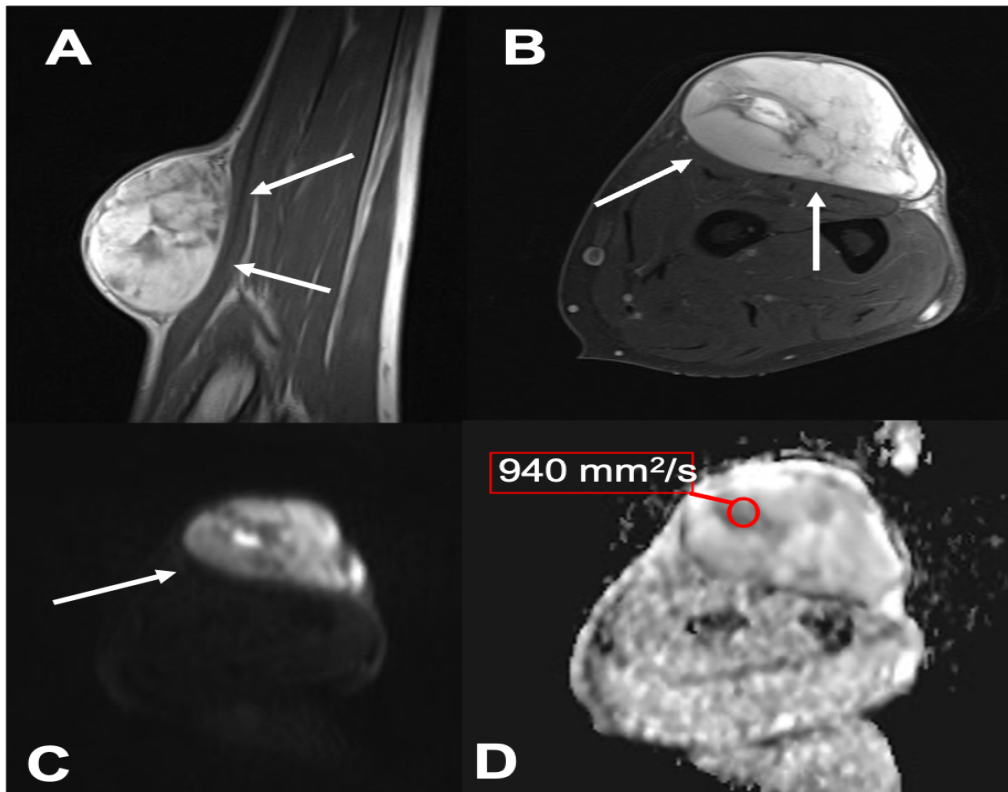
Mixofibrosarcoma de alto grado de antebrazo. Voluminosa masa de partes blandas centrada en tejido celular subcutáneo que deforma en contorno cutáneo y muestra amplio contacto con la fascia muscular del grupo extensor del antebrazo (flechas en A y B), que se sugirió como probable infiltración fascial (confirmada en la cirugía). La lesión presenta marcada restricción de la DWI con valor b 800 s/mm² (C), y valores de ADC seleccionado de hasta 940 mm²/s (D).
